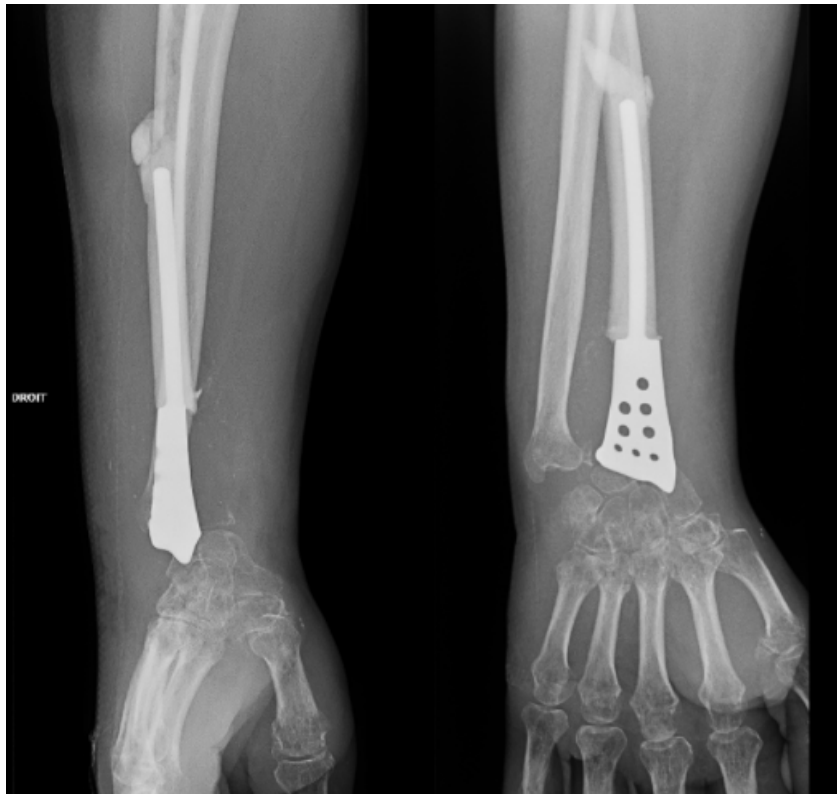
Radiographies profil et face d'une héli-arthroplastie. Source : CHRU Lille
